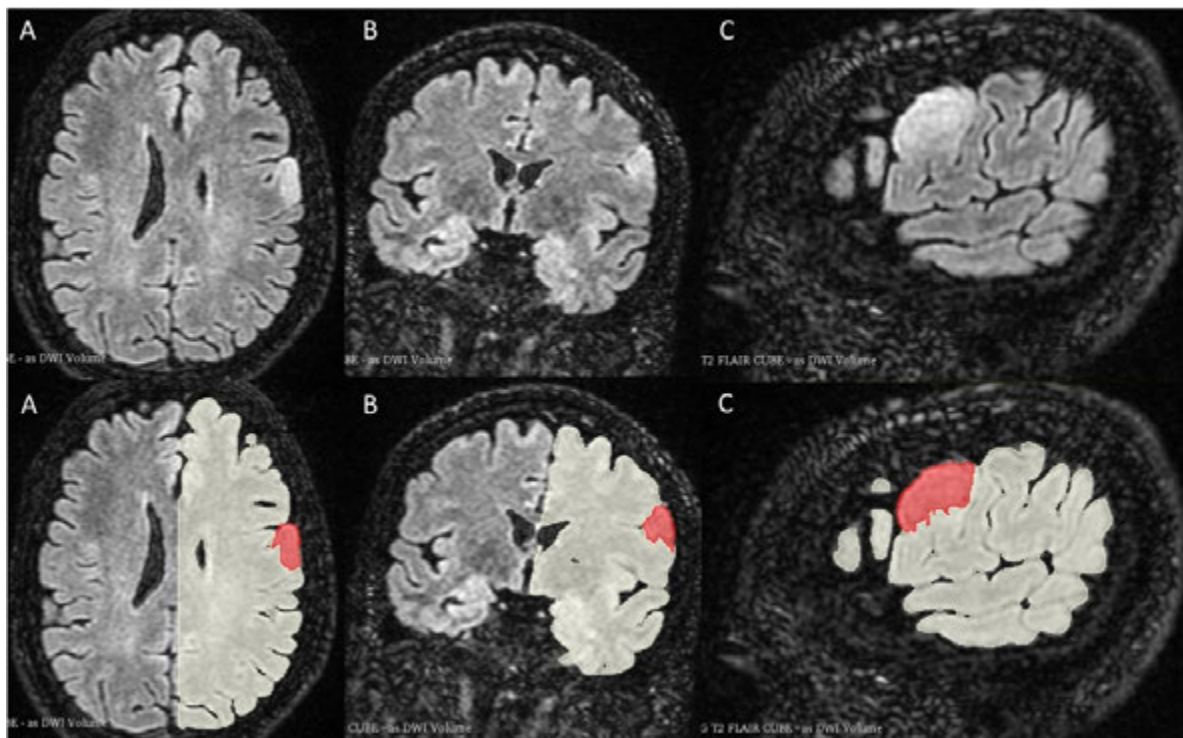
MRI showing a left frontal expansive lesion in: A. axial. B. coronal and C. sagittal planes.
